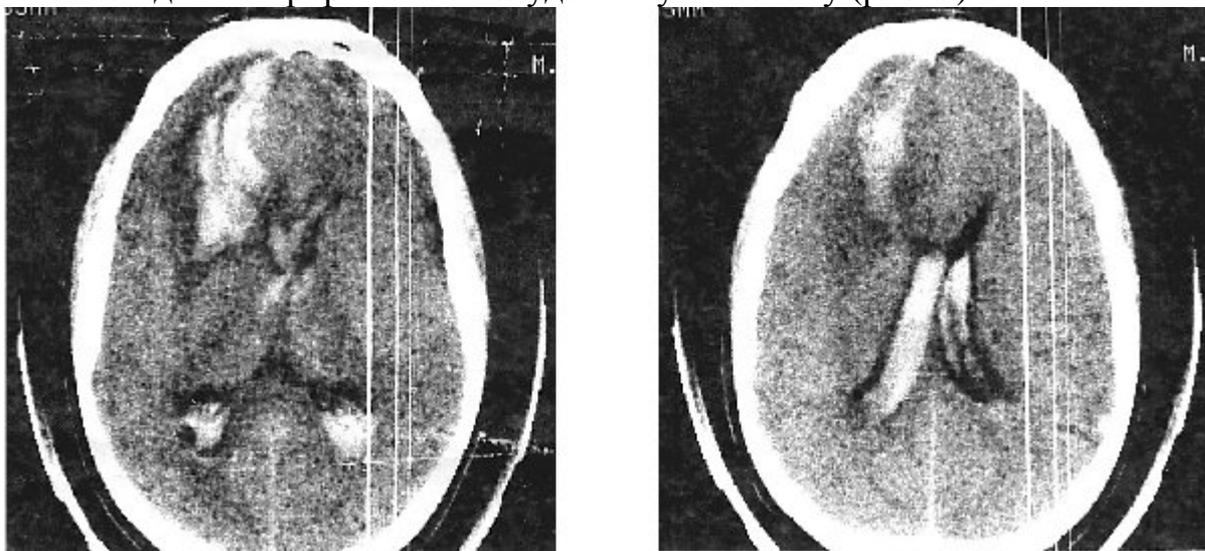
КТ больного Ш., 36 лет, № и/б 17575 после вторичного разрыва аневризмы
